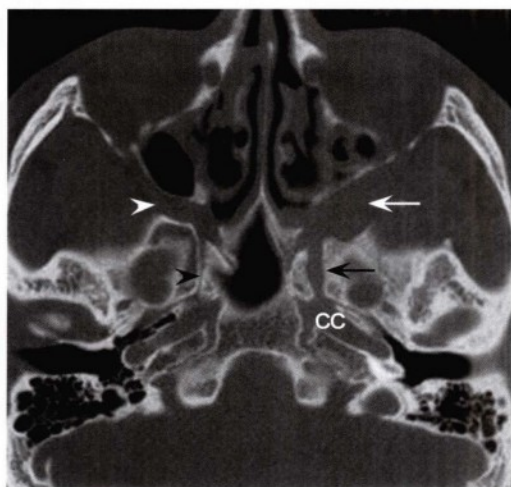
更上方层面的轴位骨窗CT图像,显示左侧翼腭窝扩大、骨质重建(白箭头),而右侧正常(白无尾箭头)。同时与正常的右侧翼管(黑无尾箭头)相比,左侧翼管增宽(黑箭头)。影像学所见提示肿瘤沿翼管神经向颈动脉管(CC)扩散。
